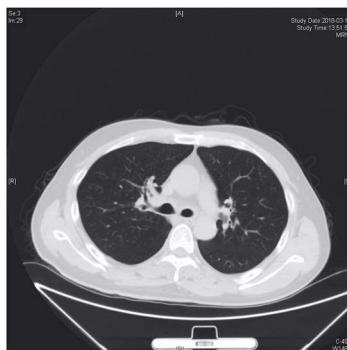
Chest HRCTPET-CT
